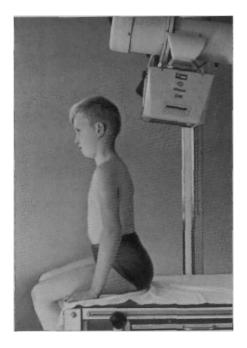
Рентгенография вертлужной впадины по Бертрану.
